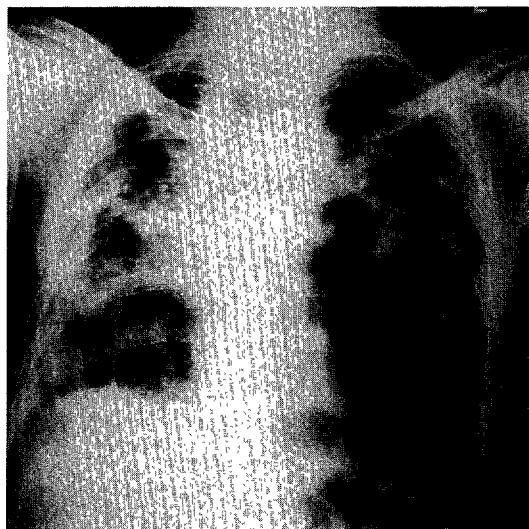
Chest X-ray of first admission shows destructive change in both upper lung fields and multiple bullae in both lungs.
